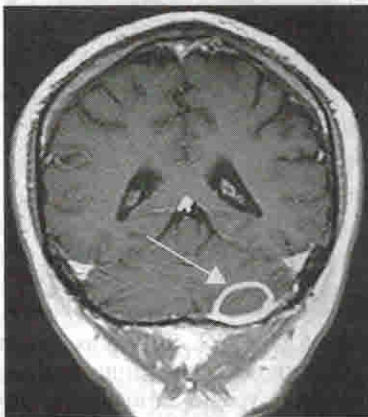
МРТ. T1-режим, фронтальная проекция, абсцесс левого полушария мозжечка (белая стрелка)
